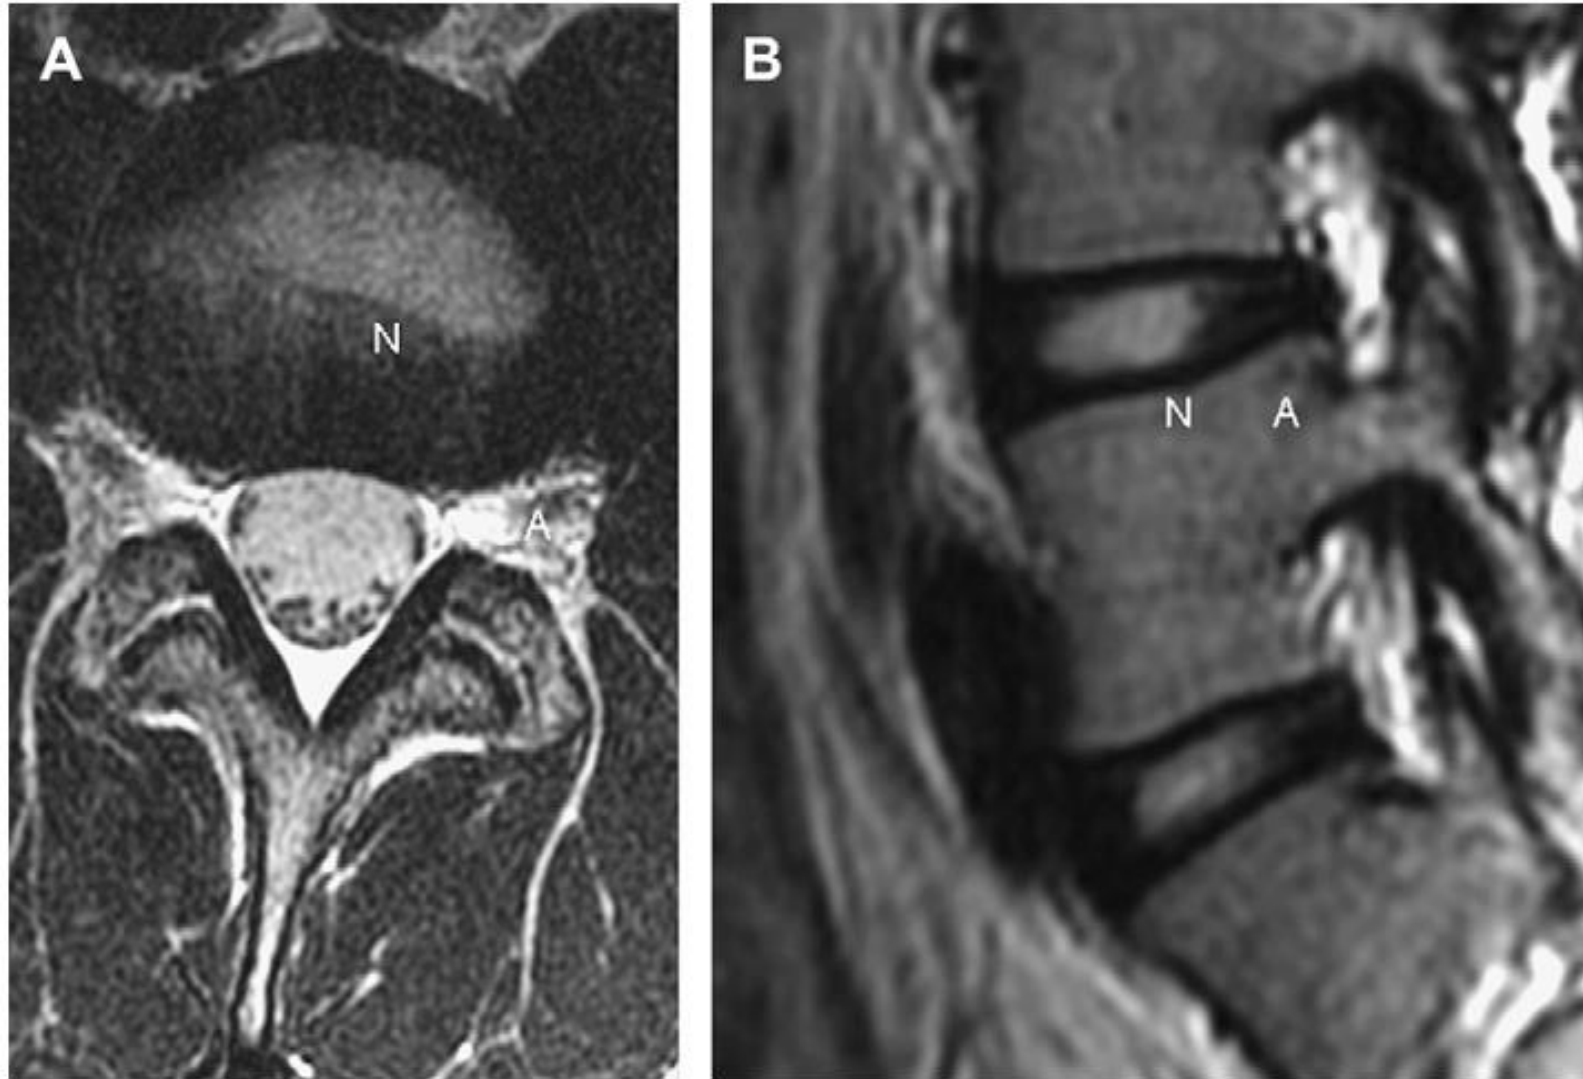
Axial (A) and sagittal (B) T2-weighted MR images demonstrate the increased signal of the normal nucleus pulposus (N) and decreased signal of the normal annulus fibrosus (A)
